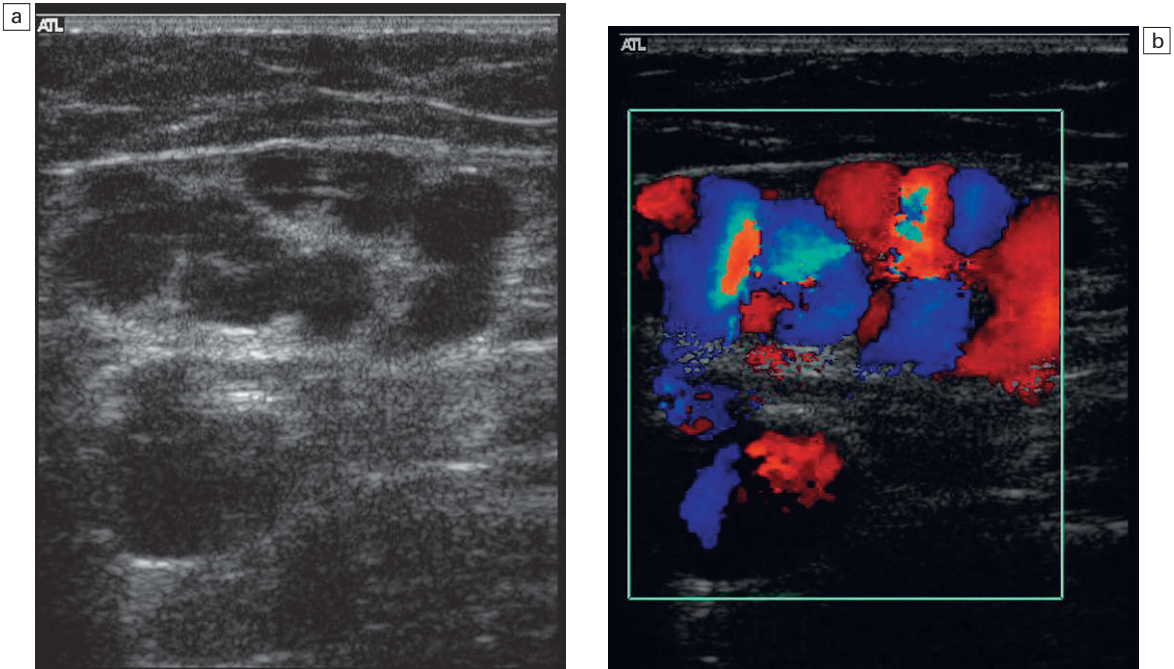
Vasos colaterales en la unión safenofemoral con Doppler color: a) imagen en modo B; b) imagen de Doppler color.
